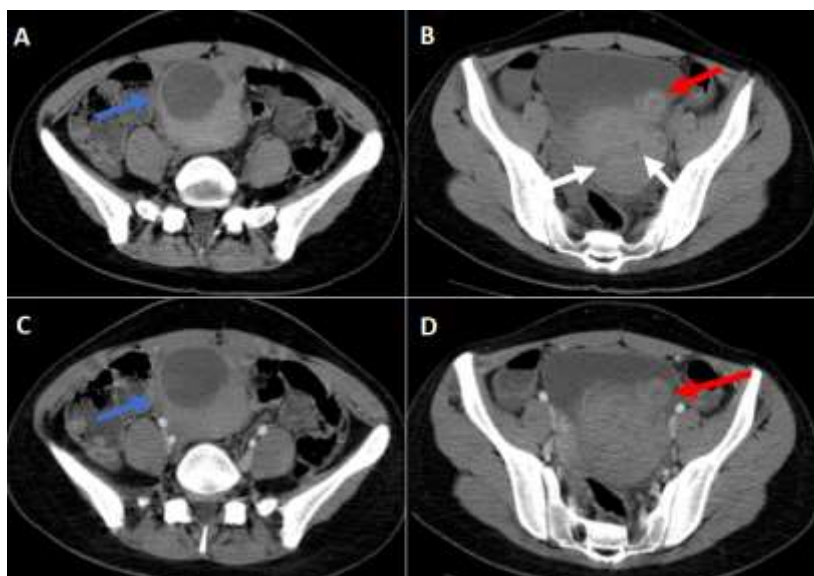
torsion ovarienne gauche sur kyste ovarien chez une fille de 14 ans - TDM abdominale en contraste spontanée (A, B) et après contraste (B, C) montrant un ovaire gauche en position médiane spontanément dense, siège d'une lésion kystique à paroi épaisse (flèche bleue) - présence également de quelques lésions kystiques périphériques millimétriques (flèche blanche). Le signe du tourbillon est nettement visible (flèche rouge)
